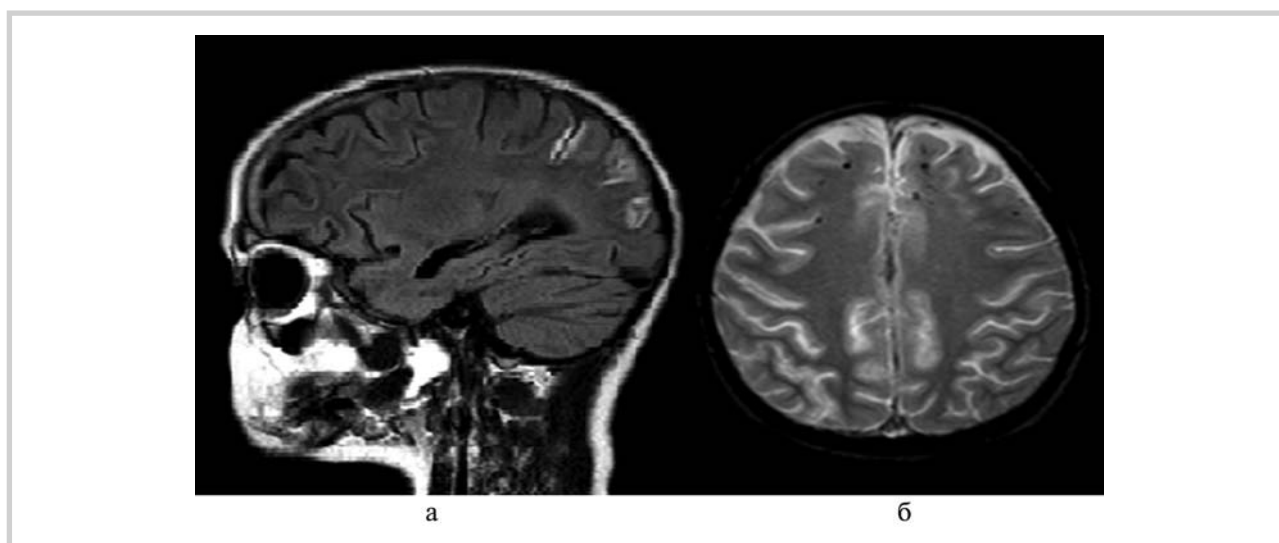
Изображения головного мозга, полученные с помощью МРТ в сагиттальной проекции (а) и в аксиальной проекции (б), на которых показаны изменения головного мозга посттравматического генеза.
